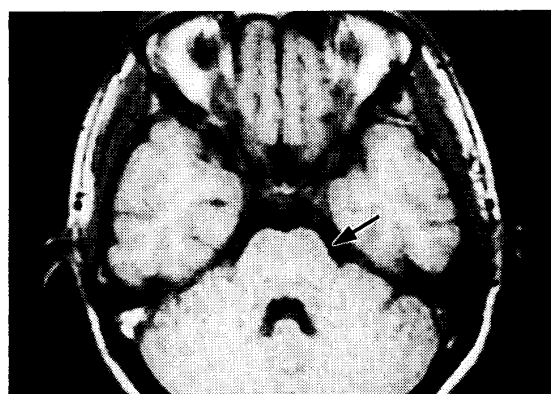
橋レベルのMRI. 左橋背部の形成不全 (矢印). (図中右側は症例の左側を示す).
